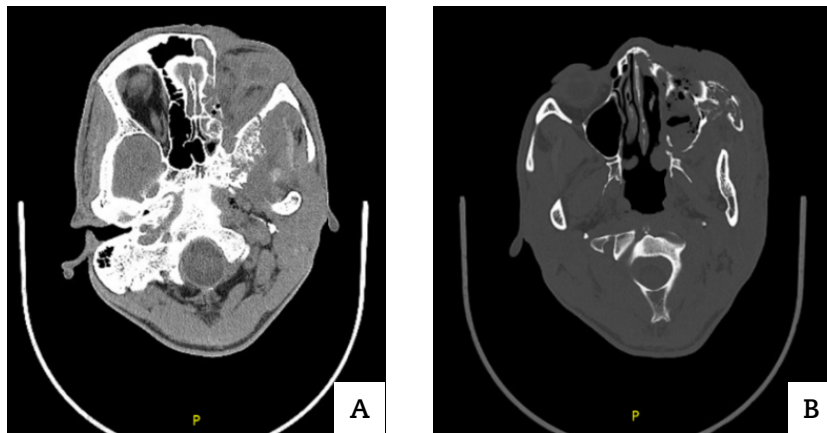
Cortes axiales de tomografía computarizada con contraste: A) celulitis pre y post-septal, con desestructuración de globo ocular izquierdo; B) destrucción ósea extensa a nivel de seno maxilar izquierdo, lámina papirácea, suelo y pared lateral de órbita izquierda, hueso maxilar y cigomático izquierdos, ala mayor de esfenoides y apófisis pterigoides izquierdos. Asocia ocupación de seno maxilar izquierdo por material hiperdenso.
